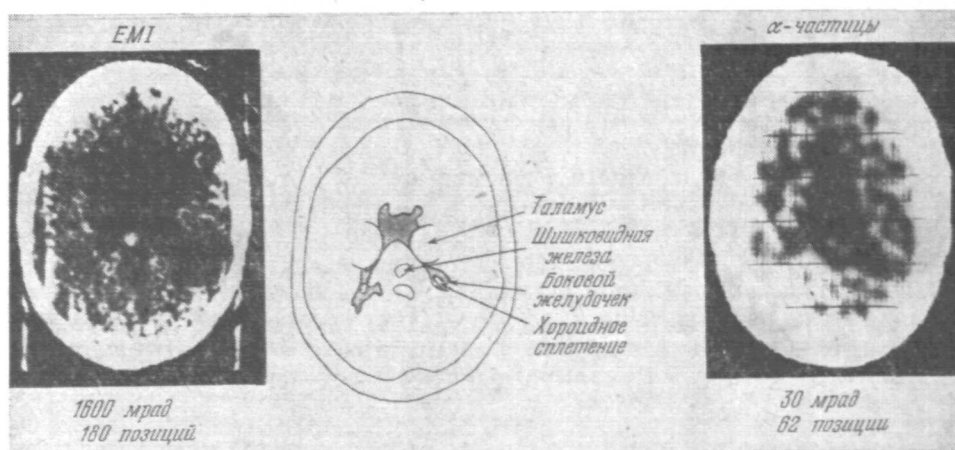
Томограммы (реконструированные изображения) головного мозга. Слева — рентгеновская томограмма, справа — от α -частиц с энергией 900 МэВ ²².
